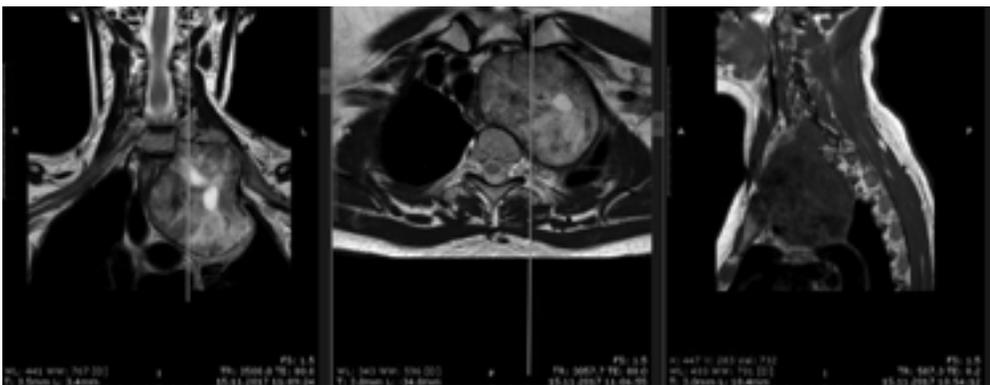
МРТ шейного отдела позвоночника (2017 г.)
